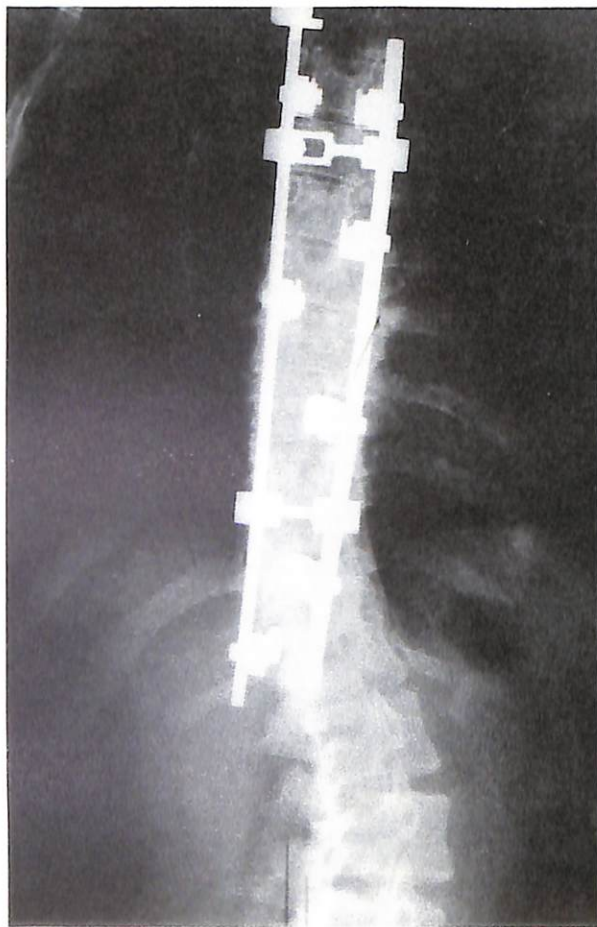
Radiografía de perfil correspondiente al caso clínico número 1. Los extremos inferiores de las barras son demasiado largos y quizás la lordosis de la barra de la convexidad es excesiva. Esta modelación incorrecta de las barras puede irritar la piel con el paso del tiempo.
